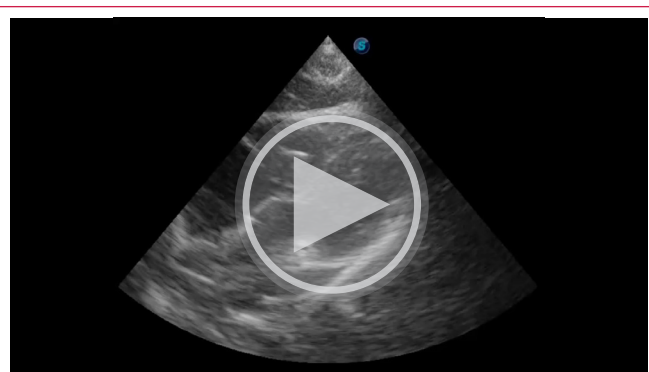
Visualización del electrodo del marcapasos cruzando la válvula tricúspide mediante ecocardiografía transtorácica. A través de la ventana apical de cuatro cámaras, con énfasis en el ventrículo derecho, se observa el electrodo del marcapasos (flecha roja) atravesando la válvula tricúspide y alojándose en el ventrículo derecho. La identificación directa del paso transvalvular es fundamental para asegurar un posicionamiento correcto y prevenir complicaciones como perforación del músculo papilar o daño de las cuerdas tendinosas.
